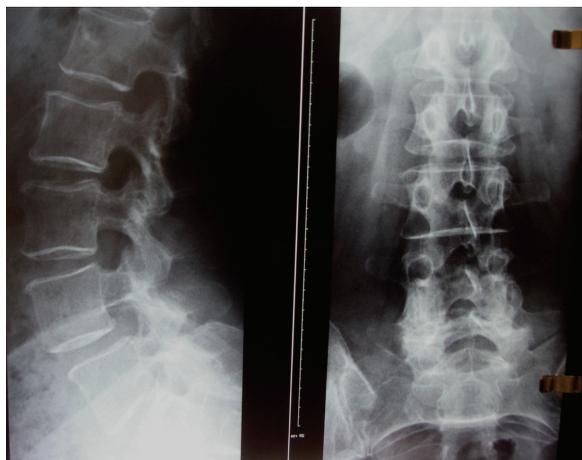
Radiografias da coluna lombar de pé AP e perfil.
